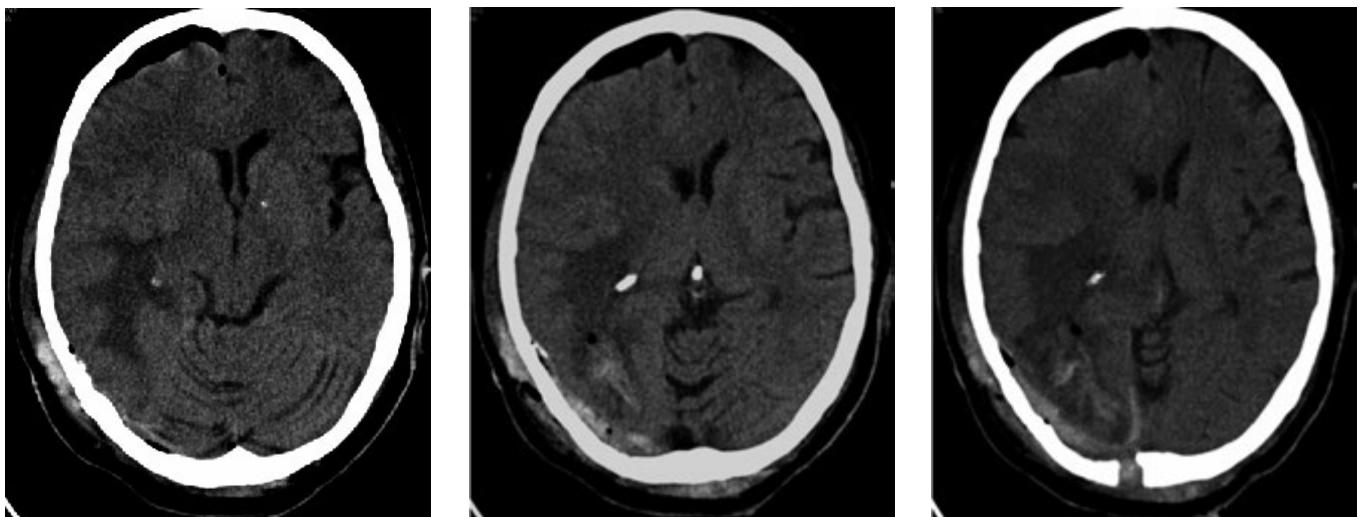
Серия КТ-снимков головного мозга в аксиальной плоскости на первые сутки после тотального удаления церебрального метастаза
